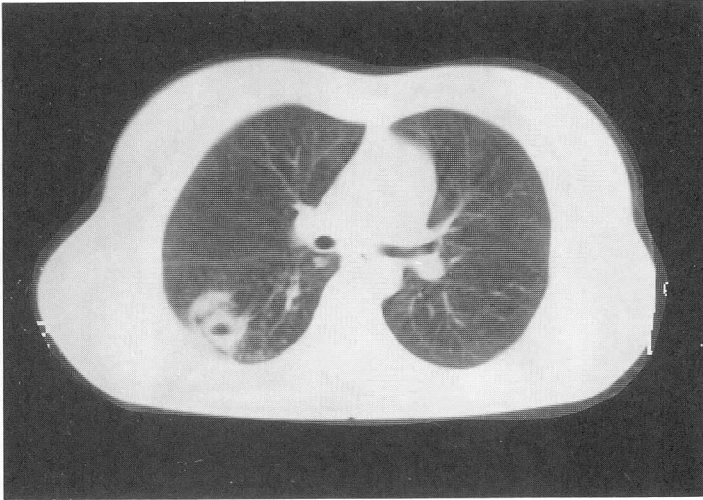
Chest CT in June 28, 1988, showed the thick walled cavity and the nodular shadow surrounded by acinar shadow.
